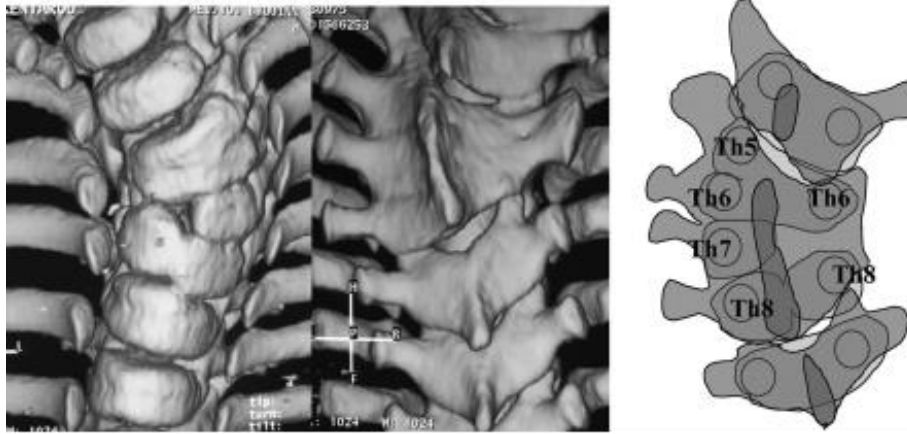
(d'après Nakajima) ^[44] : patient de 4 ans présentant une malformation complexe. Sur les clichés radiographiques simples, T6 était considérée comme hémivertèbre semi-segmentée, avec fusion partielle avec T5, T7 était considérée comme une hémivertèbre complètement segmentée, et T8 comme une vertèbre papillon. En réalité, en reconstruction scannographique 3D, T5 et T6 possèdent un corps trapézoïde, mais on ne sait préciser laquelle est une hémivertèbre. T8 est bien une hémivertèbre. Mais surtout les arcs postérieurs de T5 à T8 apparaissent fusionnés.
